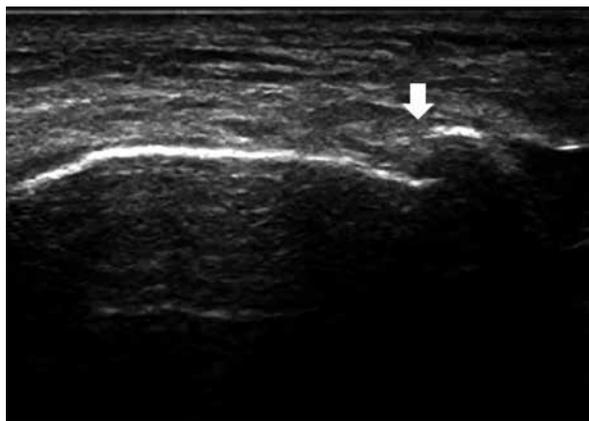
症例7. 初診時超音波検査所見。明らかな踵骨疲労骨折を認めた(白矢印)。
